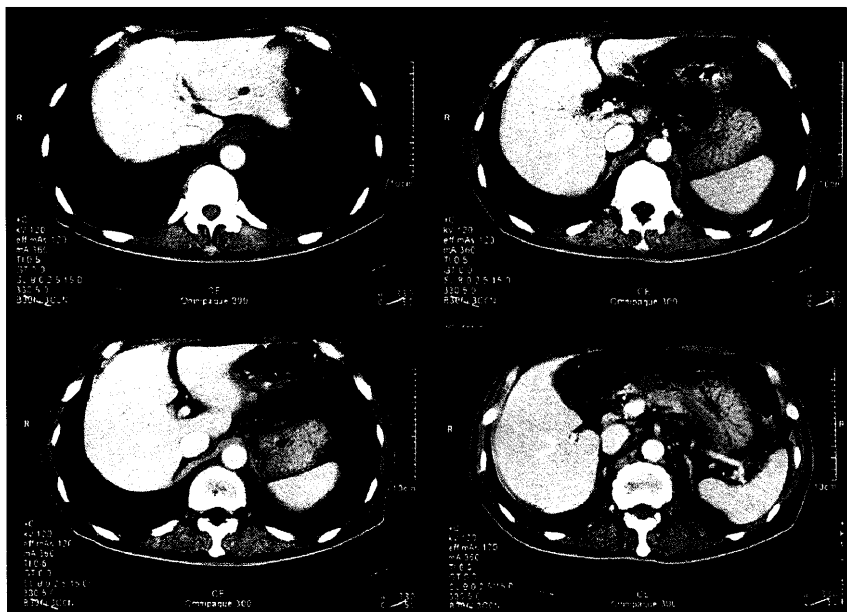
腹部造影CT検査 (第35病日)
